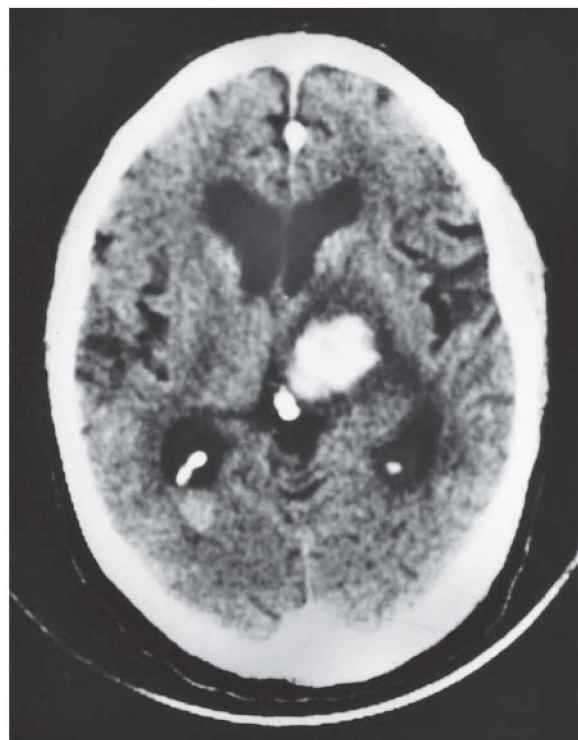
Figura C-12 Tomografia computadorizada mostrando uma hemorragia talâmica. O hematoma é a área branca rodeada por uma zona escura de edema ou infarto. (Reproduzida, com permissão, de Allan J. Schwartz.)
